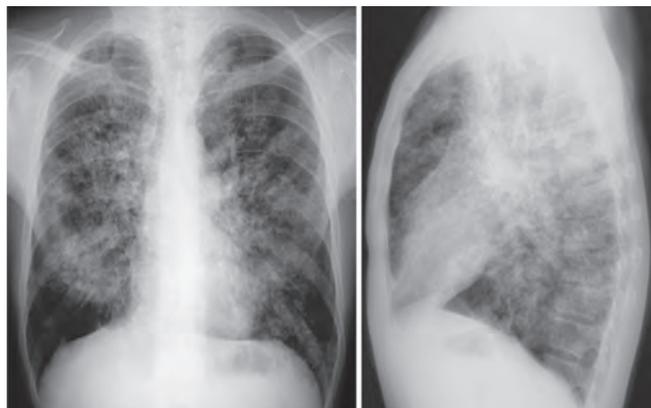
Рентгенограмма в прямой и боковой проекциях
